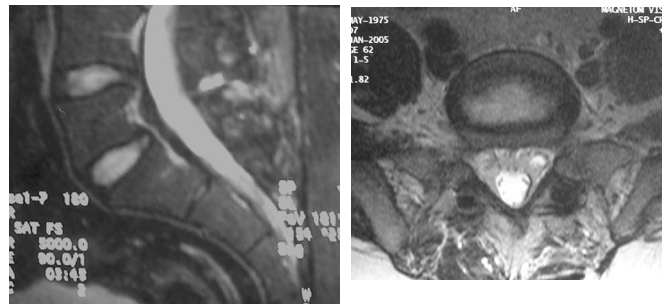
Resonancia magnética postquirúrgica donde se aprecia vitalidad preservada en el disco L5-S1
